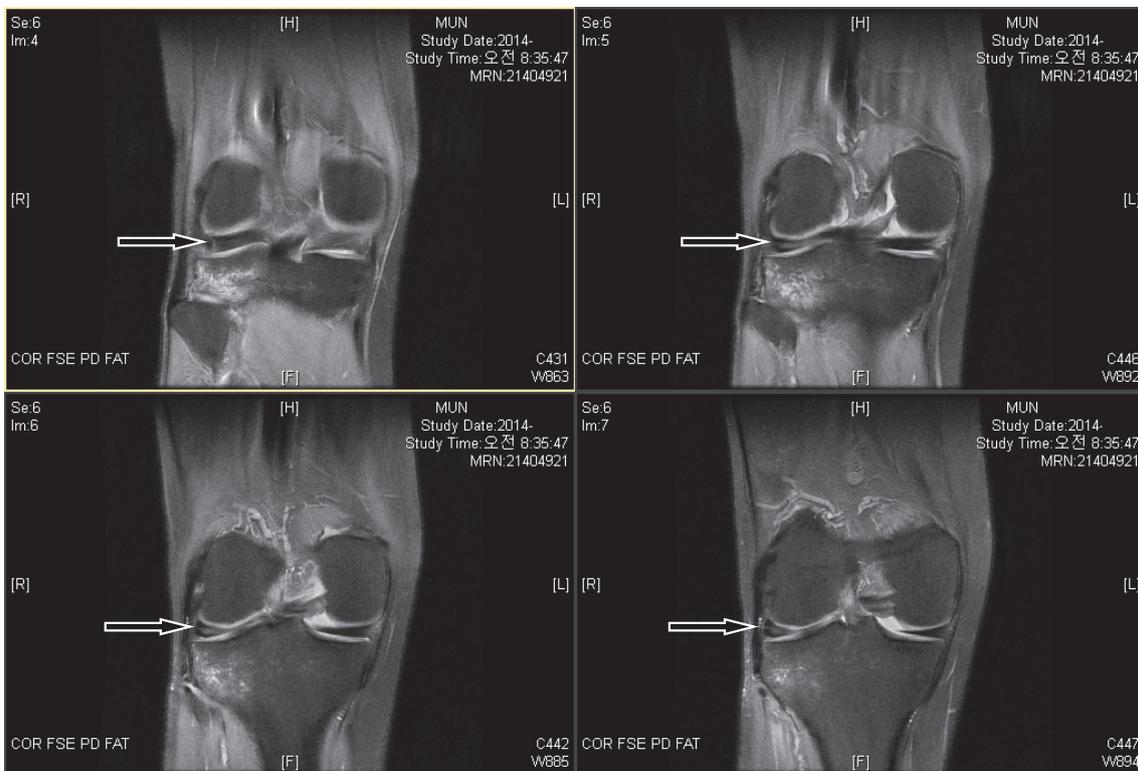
Right knee MRI of case 2
